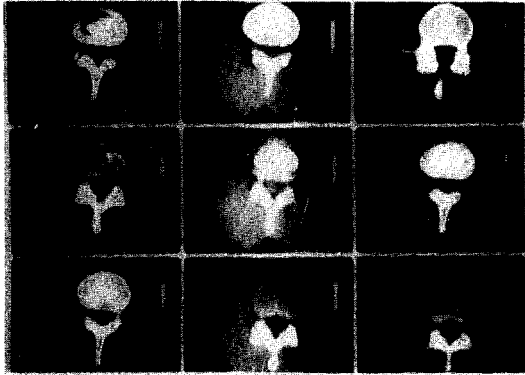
Computed tomogram of the lumbar spine of case 2.
